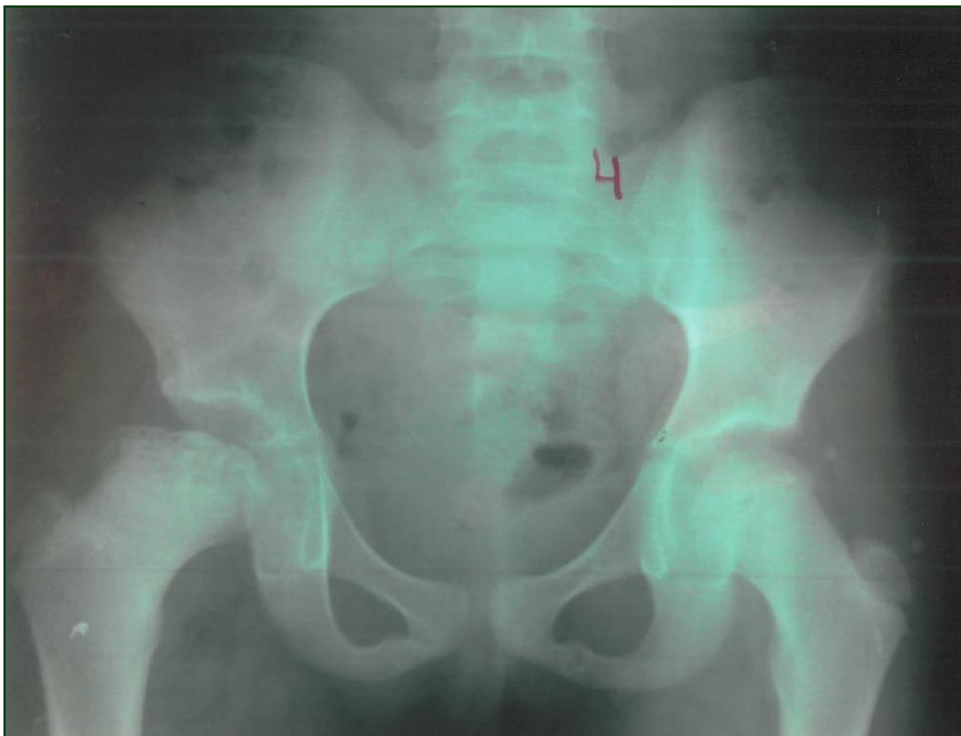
(a) : Radiographie du bassin face montrant une ostéochondrite primitive de la hanche droite en phase séquellaire chez un enfant de 11 ans.
